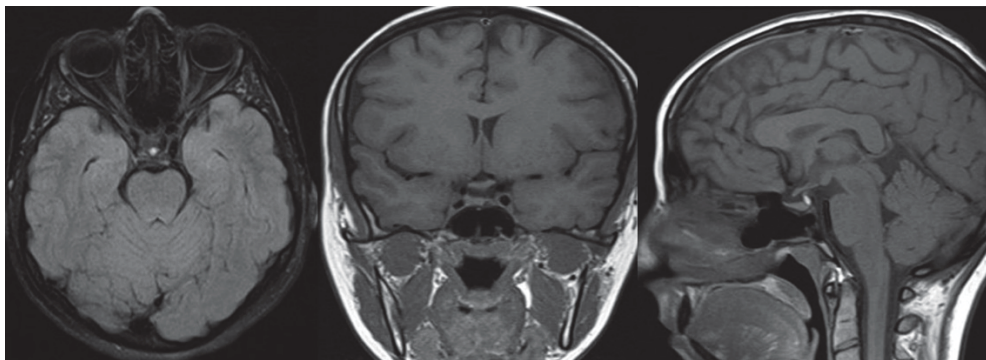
МРТ исследование головного мозга через 2 года после операции. Данных за рецидив аденомы гипофиза нет
